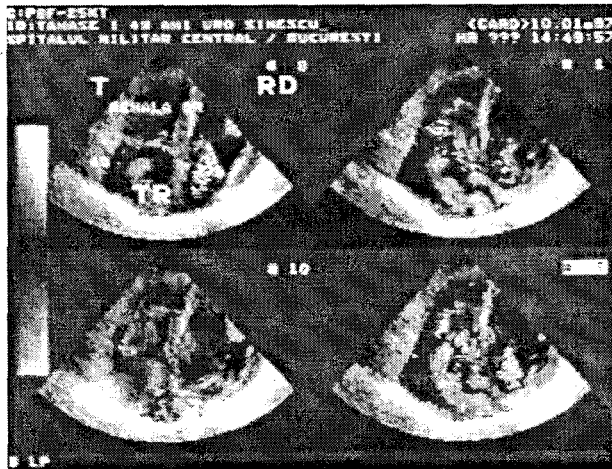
Imagini de eco-Doppler cavo-cardiac – trombus tumoral extins prin cavă, până în atriul drept. Pacient cu tumoră renală dreaptă.
